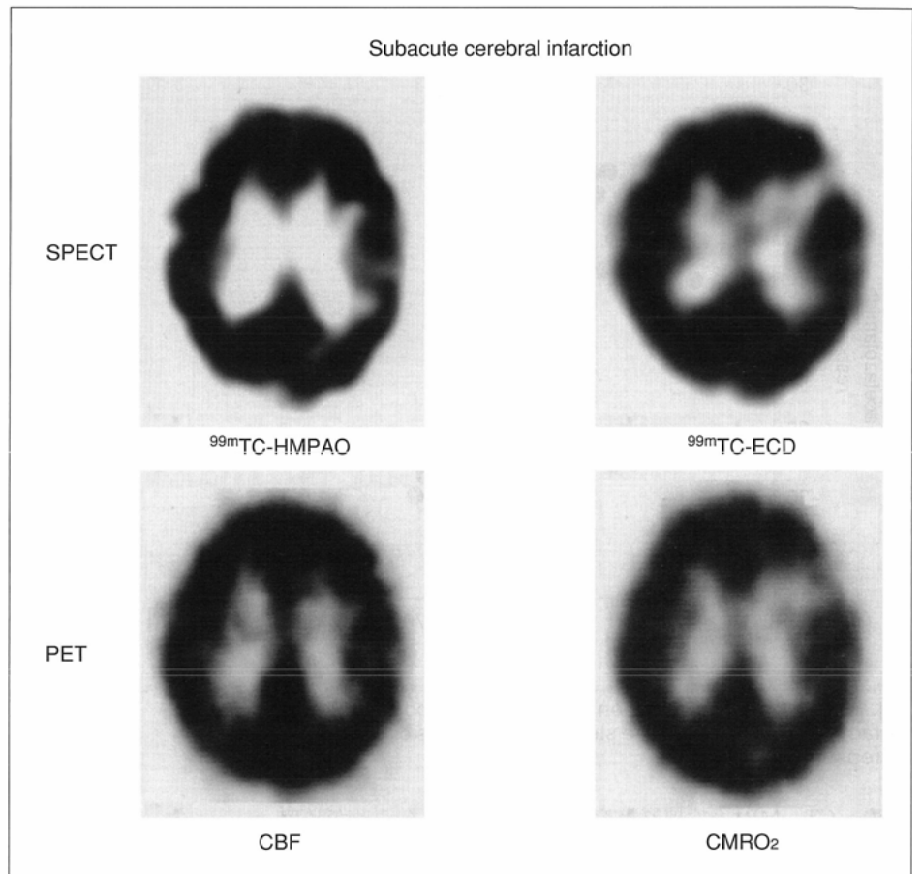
Tc-99m HMPAO SPECT shows normal or slightly increased uptake in the left frontal region, while Tc-99m ECD SPECT shows decreased uptake in the same region. O-15 PET studies demonstrated normal or slightly increased cerebral blood flow (CBF) and decreased oxygen consumption (CMRO₂) in this region.
